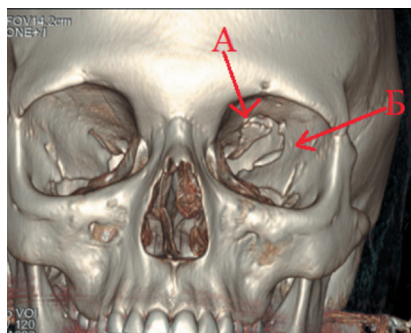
КТ-исследование головы (3D реконструкция). А – перелом задних отделов верхней стенки левой орбиты (вдоль края верхней глазничной щели) со смещением отломков в переднюю черепную ямку; Б – перелом задних отделов латеральной стенки левой орбиты (вдоль края верхней глазничной щели) со смещением отломка в среднюю черепную ямку
